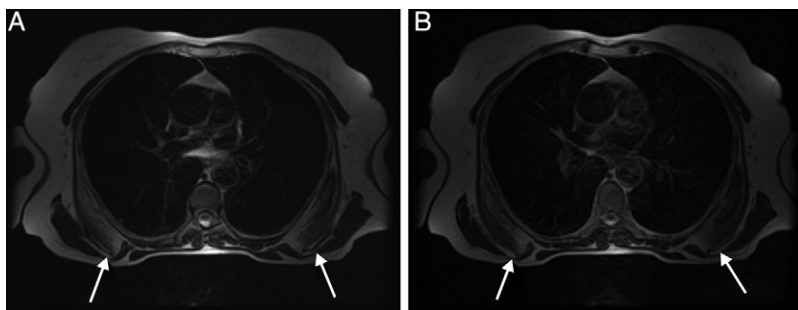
RM donde se muestra elastofibroma dorsi bilateral en secuencias T1 y T2.
